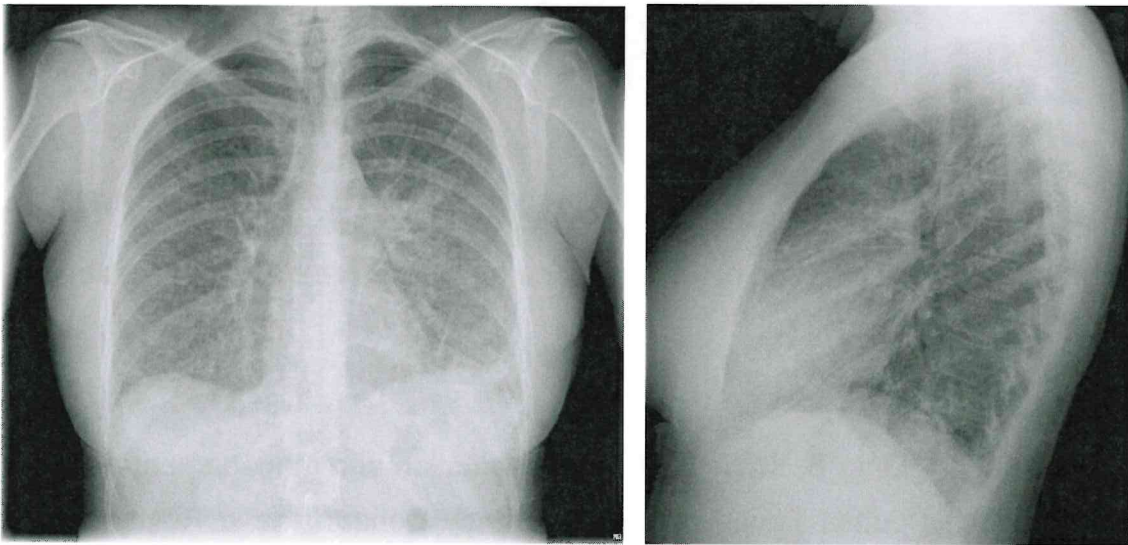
Radiografía de tórax posteroanterior (izquierda) y lateral (derecha).
